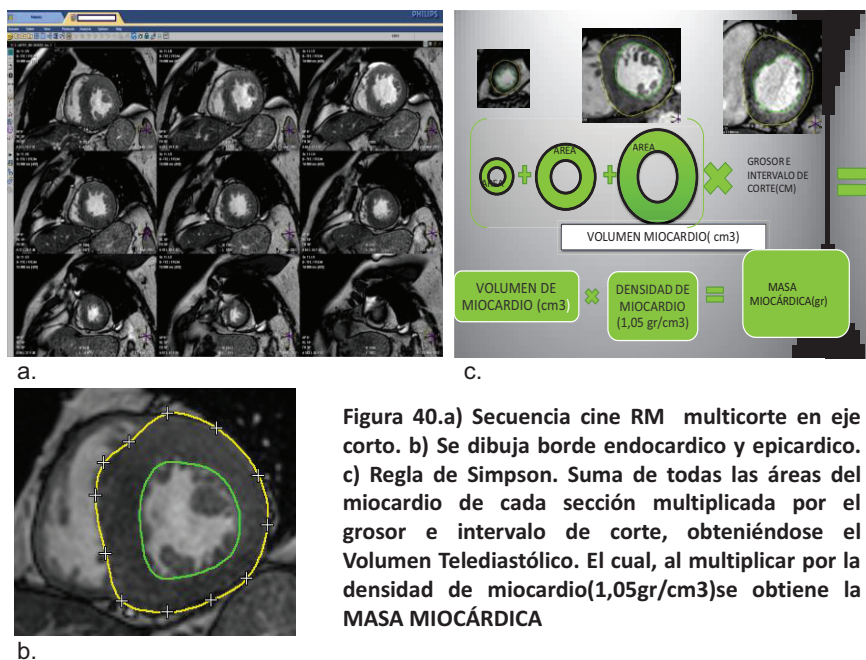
a) Secuencia cine RM multicorte en eje corto. b) Se dibuja borde endocárdico y epicárdico. c) Regla de Simpson. Suma de todas las áreas del miocardio de cada sección multiplicada por el grosor e intervalo de corte, obteniéndose el Volumen Telediastólico. El cual, al multiplicar por la densidad de miocardio(1,05gr/cm³)se obtiene la MASA MIOCARDICA
